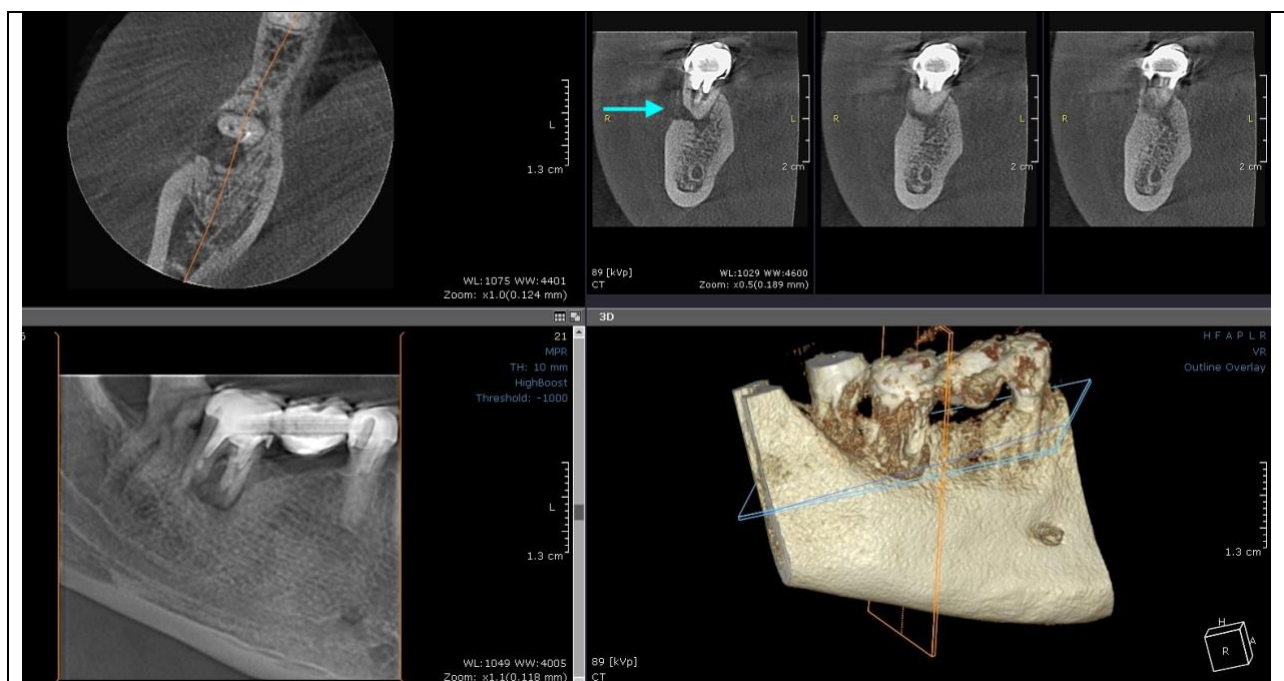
imagine de CBCT - preoperator a fost indicat CBCT-ul pentru a se evalua suportul osos cu scopul de a stabili un plan de tratament (sageata indică rădăcina mezială)
